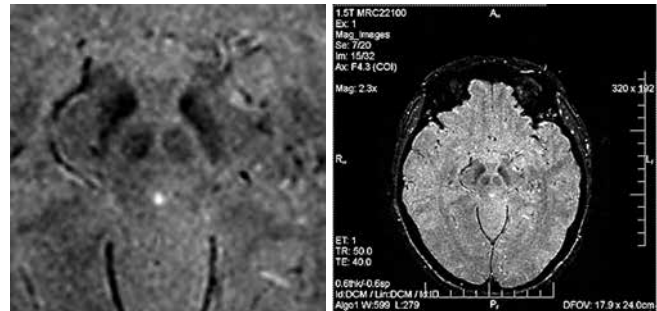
Пациентка Ш.: магнитно-резонансная томограмма головного мозга, аксиальный срез на уровне нигросомы 1 (1,5 Тл, SWI-режим) — отсутствие нигросомы 1 с обеих сторон
